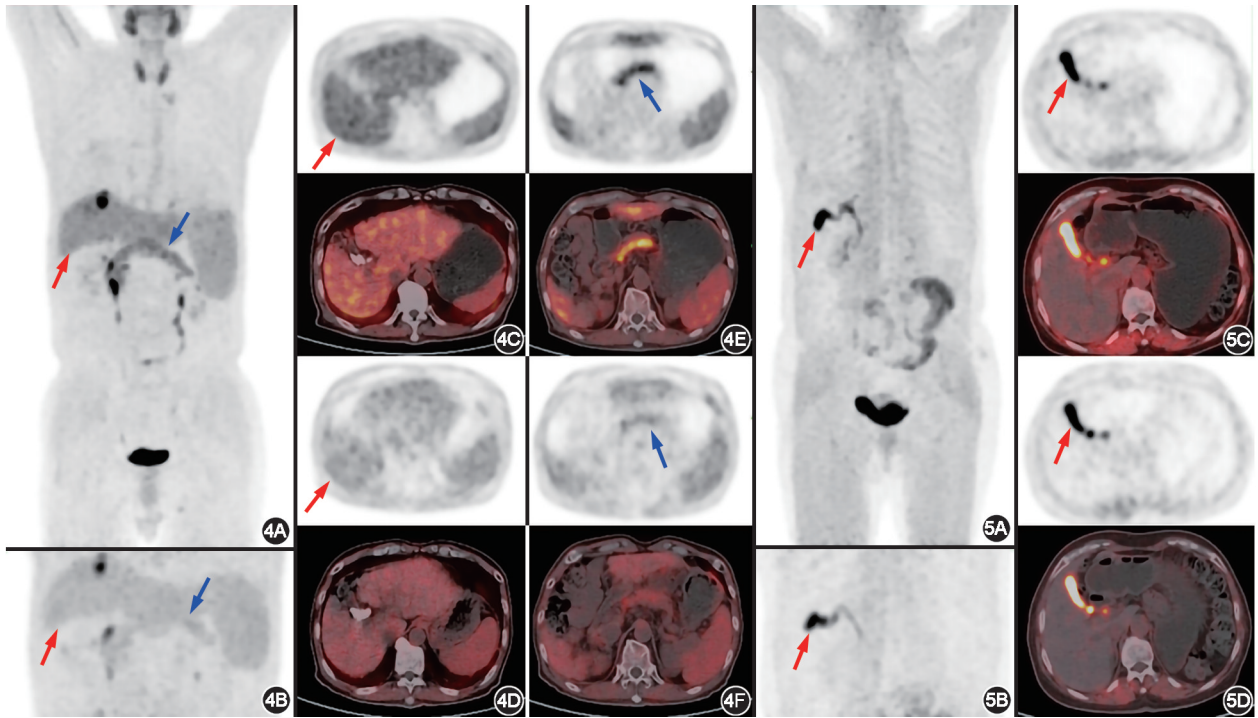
肝右叶恶性肿瘤患者(男,69 岁) Al¹⁸F-1,4,7-三氮杂环壬烷-1,4,7-三乙酸(NOTA)-成纤维细胞激活蛋白抑制剂(FAPI)-04 PET/CT 显像图(红箭头示肝脏,蓝箭头示胰腺) 4A. PET/CT 常规显像最大密度投影(MIP)图;4B.上腹部延迟显像 MIP 图;4C.常规显像显示肝脏弥漫性显像剂摄取增高,SUV_{max} = 5.6;4D.延迟显像显示肝脏显像剂摄取减低,SUV_{max} = 3.1;4E.常规显像显示胰腺弥漫性显像剂摄取增高,SUV_{max} = 7.3,4F.延迟显像显示胰腺显像剂摄取减低,SUV_{max} = 4.0 图 5 胰腺恶性肿瘤术后患者(女,67 岁) Al¹⁸F-NOTA-FAPI-04 PET/CT 显像图(箭头示胆囊) 5A. PET/CT 常规显像 MIP 图;5B.上腹部延迟显像 MIP 图;5C.常规显像显示胆囊弥漫性显像剂摄取增高,SUV_{max} = 21.2;5D.延迟显像显示胆囊显像剂摄取减低,SUV_{max} = 14.5
